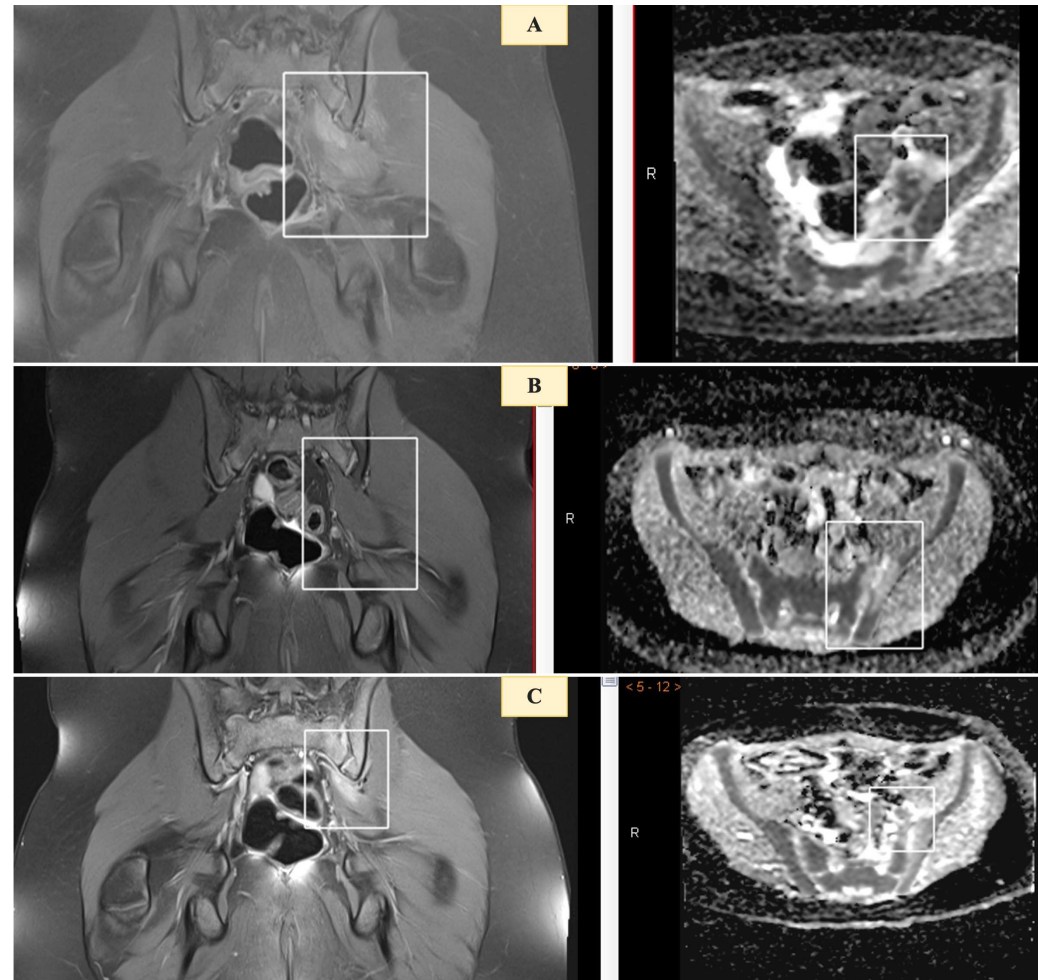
Correspondiente al paciente de la Figura 17. RM de pelvis: (A) RM inicial PD SG con Gd, en el que se observa realce patológico del músculo obturador interno y del músculo piriforme izquierdos, con baja señal en el mapa ADC (b 800) en el músculo psoas, compatible con formación de absceso; (B) RM de control tras 10 días de tratamiento antibiótico IV que muestra disminución del tamaño de la musculatura afectada en el foramen ciático mayor izquierdo, con aumento de la señal en ADC respecto al estudio previo; (C) RM de seguimiento que muestra resolución de la alteración de señal y del realce muscular, con alta señal en ADC en la articulación sacroilíaca izquierda, compatible con sustitución grasa de la médula ósea. Izquierda:
